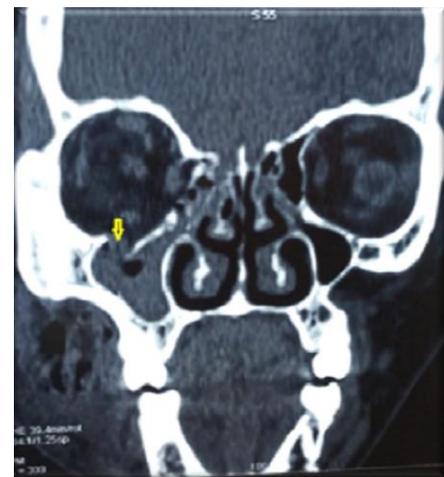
image TDM maxillo-faciale d'une fracture du plancher orbitaire droit chez un patient victime d'un accident de la circulation routière
